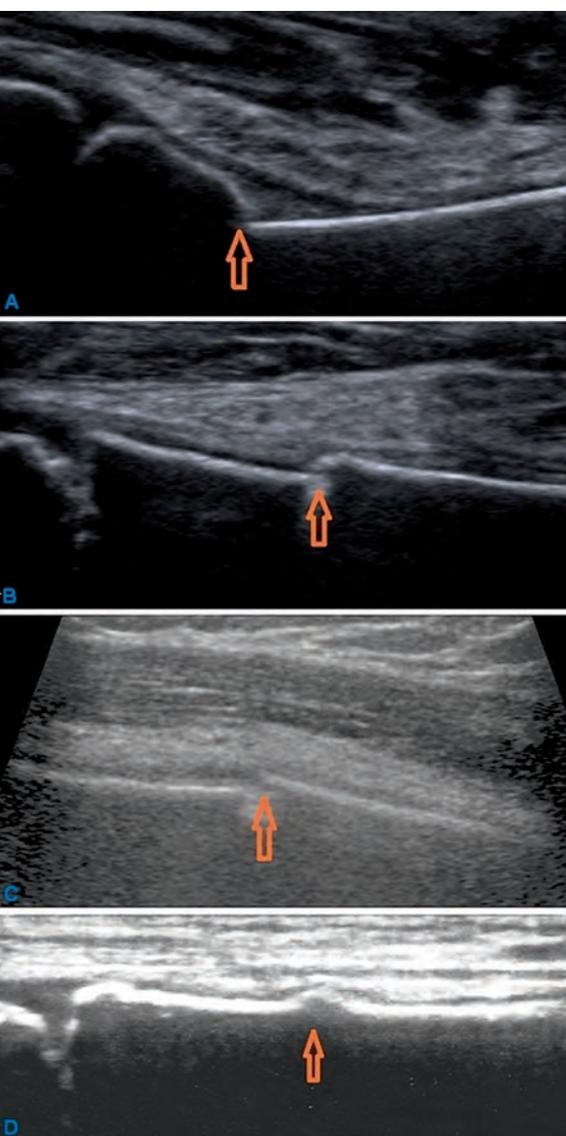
Bekannte Frakturzeichen, die sich im sonografischen Bild analog zur Röntgenaufnahme darstellen, sind Achsabweichung (A), Kortikalisstufe (B), Kortikalisunterbrechung (C) und Wulstbildung (D)
